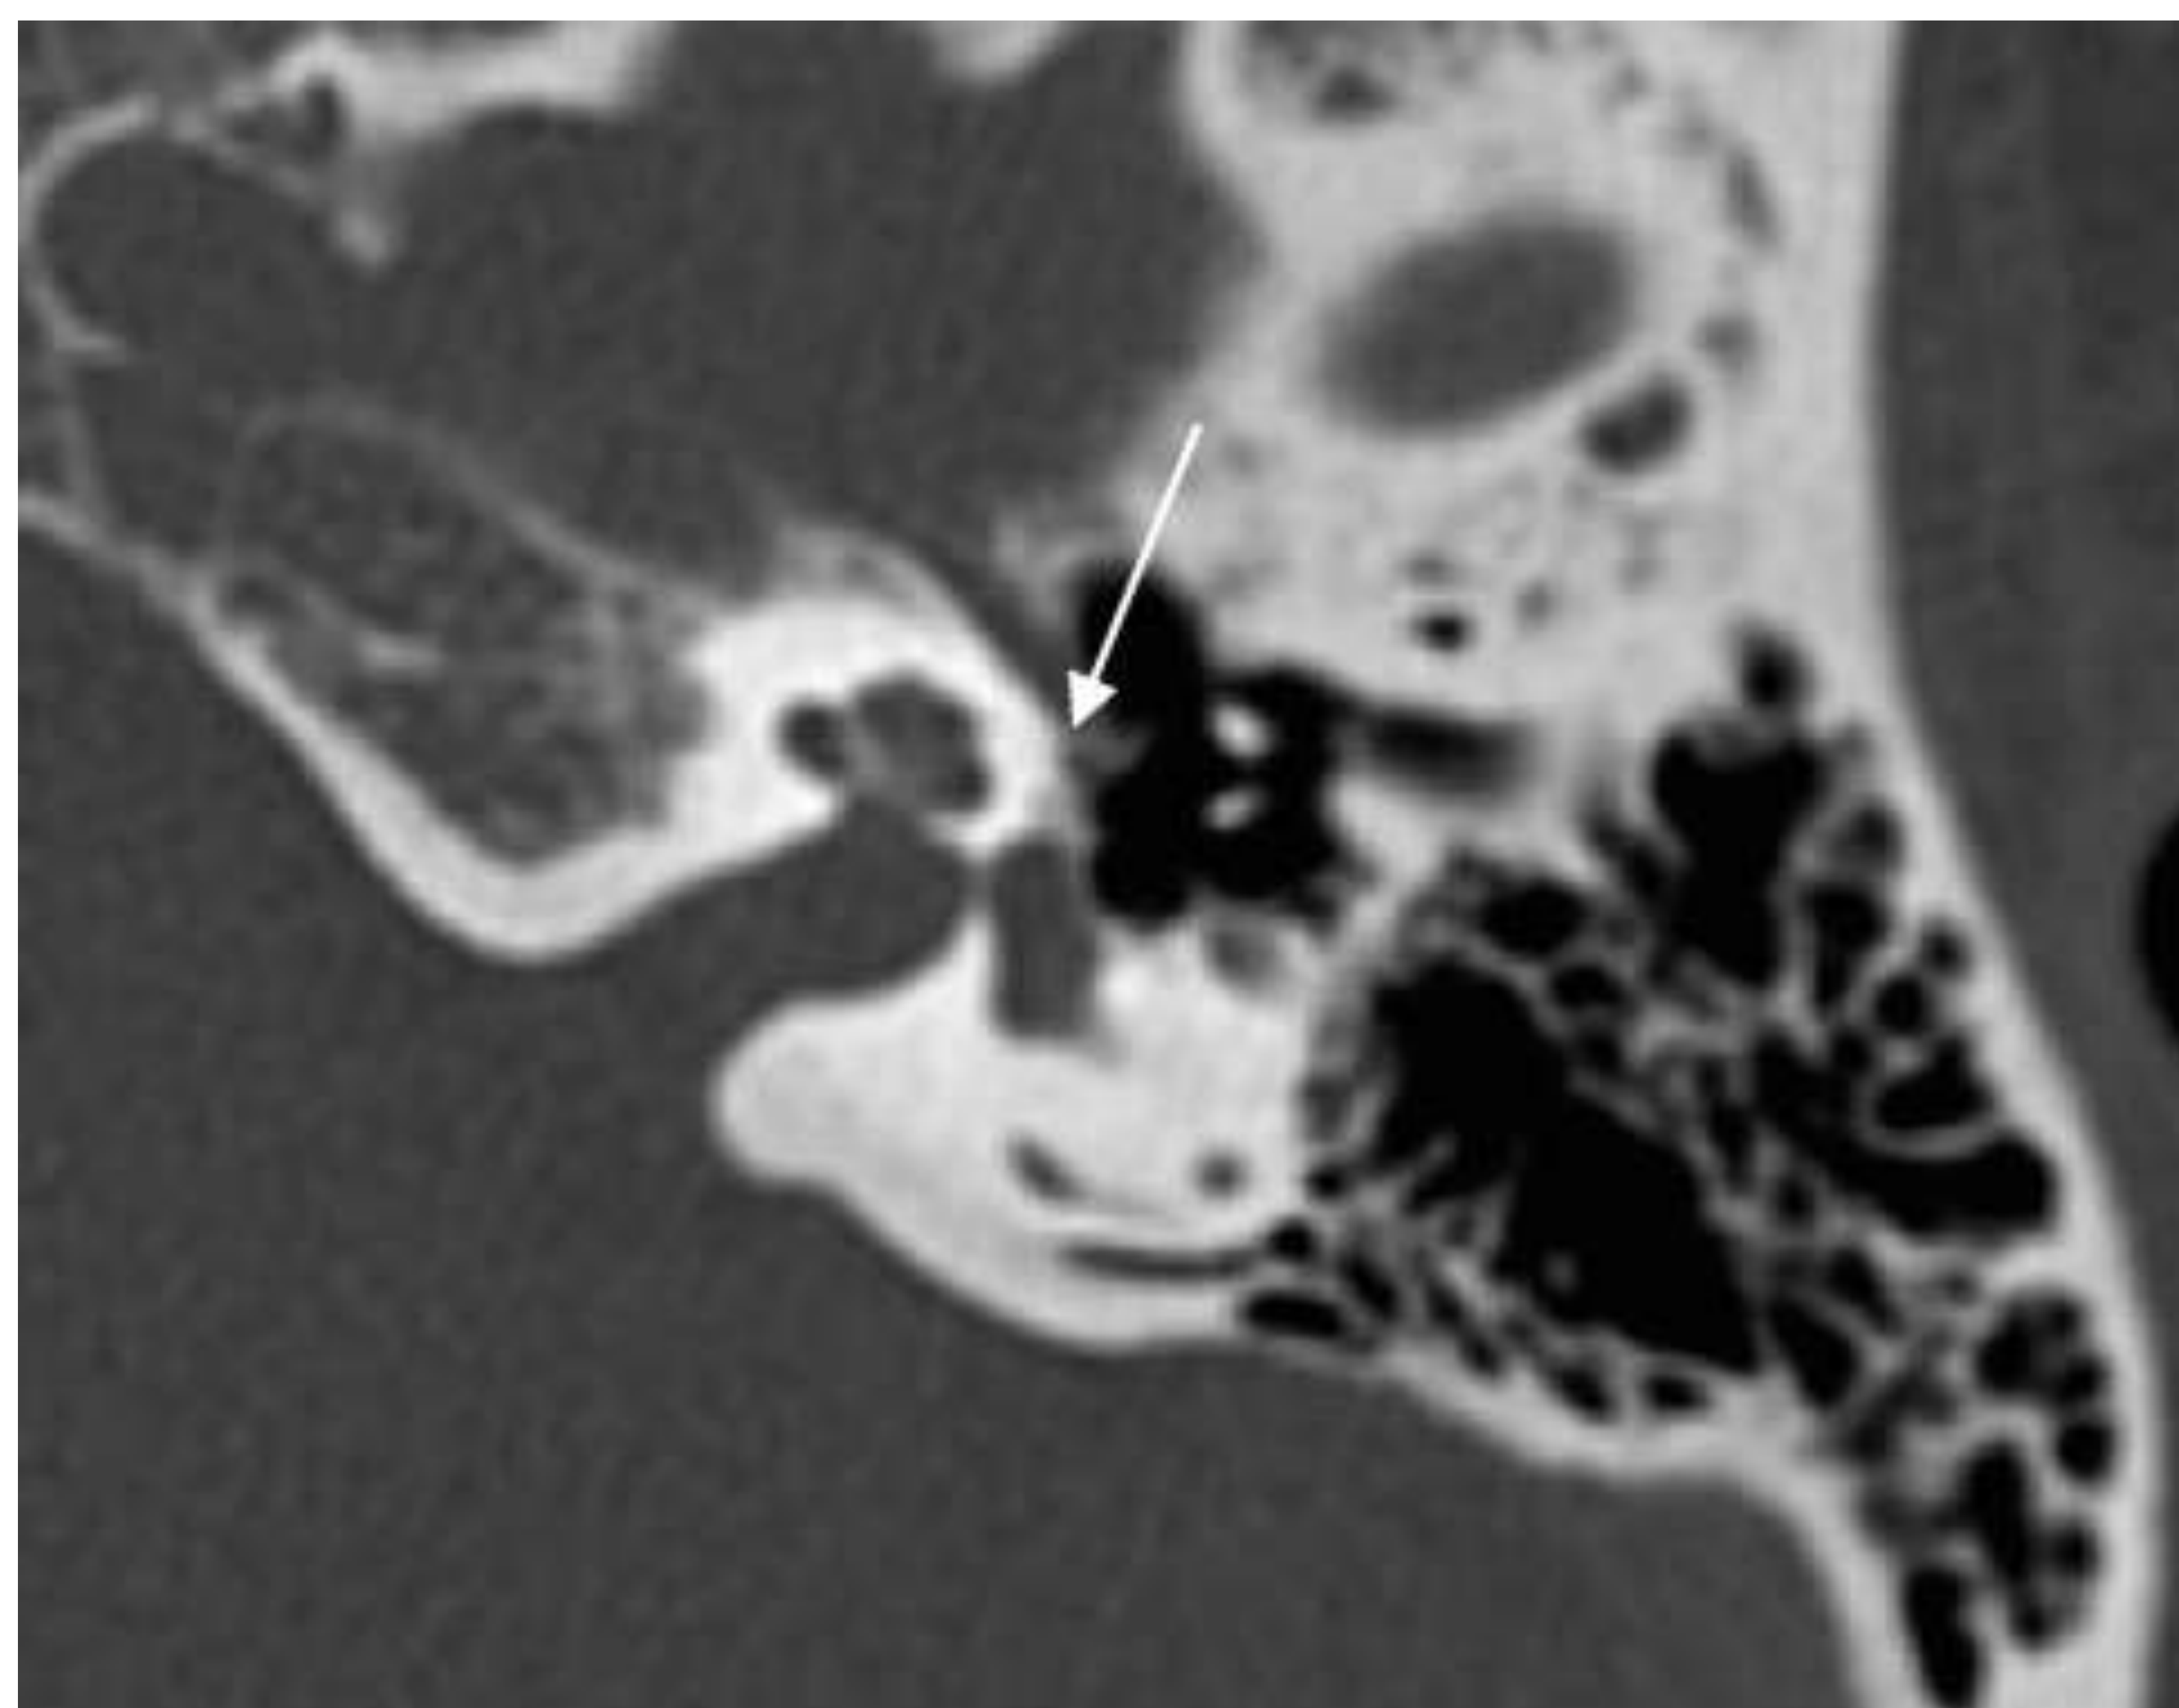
Corte axial de TC de peñascos, ampliado, visualizando en el oído izquierdo, un sutil foco osteolítico milimétrico (flecha), que correspondía con una otosclerosis fenestral unilateral.
